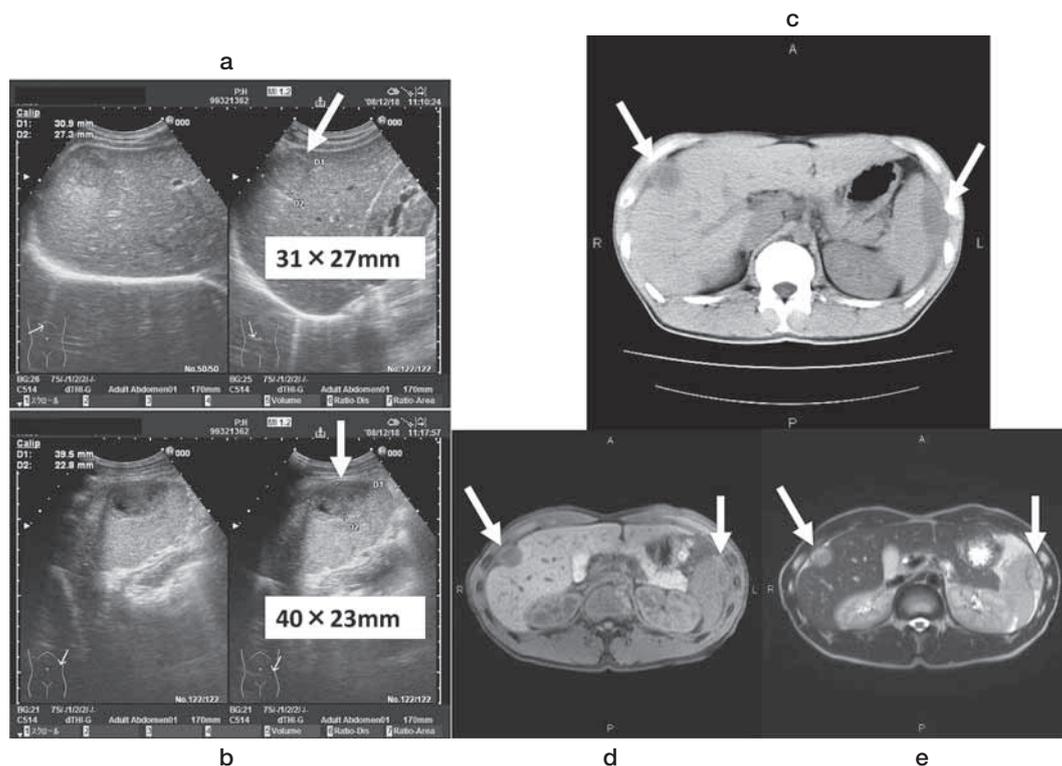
Abdominal ultrasonogram shows a round, non-uniform mass in the S₈ area of the liver (a) and low-echoic lesion in the spleen (b). Computed tomography shows non-uniform, low-density lesions in the liver and spleen (c). Magnetic resonance imaging shows a low-density area in T1-weighted imaging (d) and a non-uniform high-density area in T2-weighted imaging (e).
